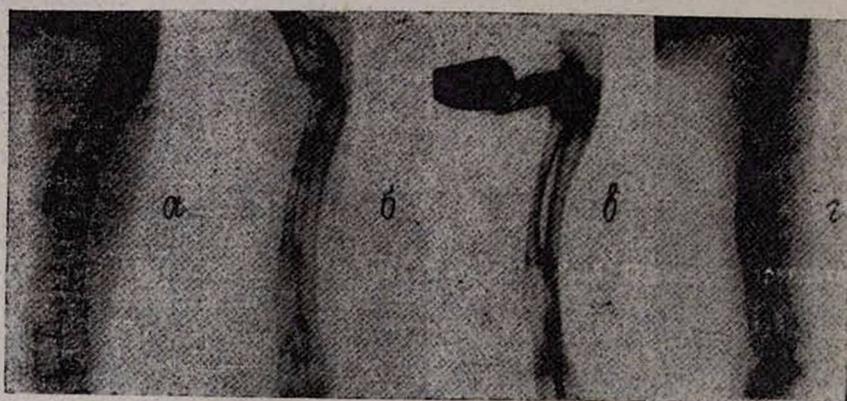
Фоторентгенограммы костей предплечья кролика. а—непосредственно после имплантации костного матрикса; б—на 30, в—на 60, г—на 90-е сутки после операции. В динамике отмечается нарастание костного регенерата с восстановлением целостности лучевой кости.
